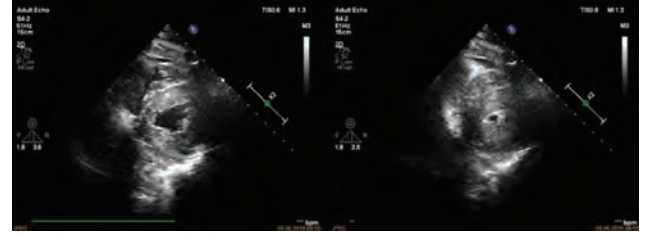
Parasternal short axis views.
